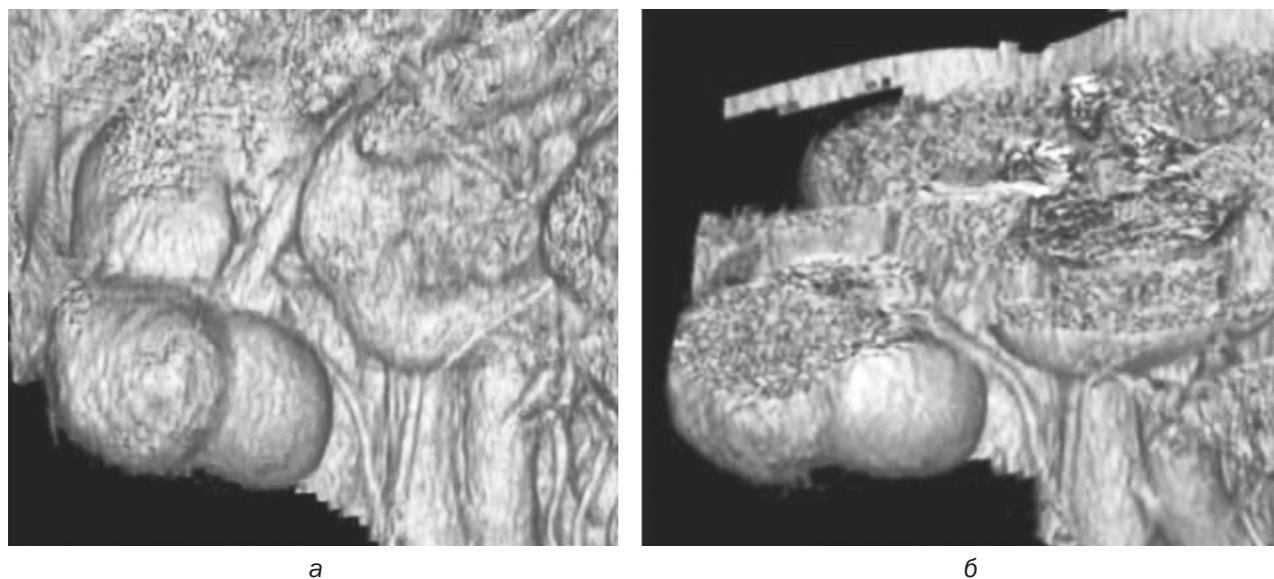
Пациент И., 75 лет, история болезни № 5015–209. МСКТ с контрастированием, 3D-реконструкция. Опухоль среднего сегмента правой почки (а), близко расположена к воротам почки и проксимальному отделу мочеточника (б): а – опухоль правой почки на 3D-реконструкции; б – 3D-реконструкция, узел в разрезе. Высока вероятность повреждения сосудов органа при выполнении энуклеорезекции
